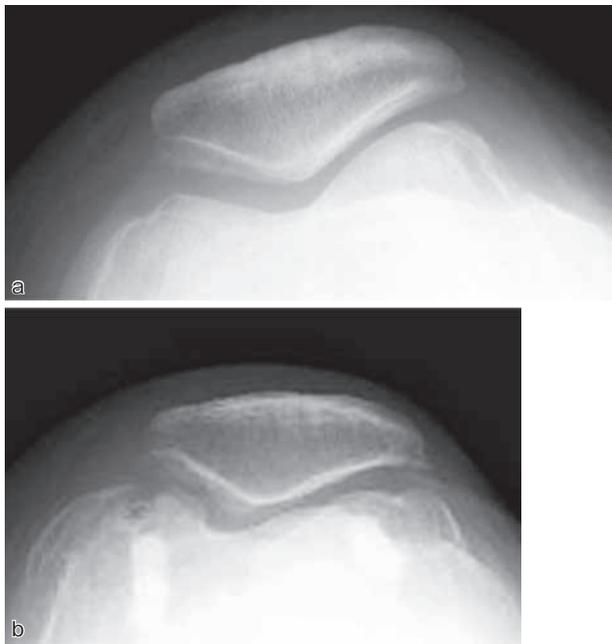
ドナー部位のX線変化の悪化例. 61歳女性. 大腿骨内顆の病巣部面積700mm<sup>2</sup>に対し, 6個骨軟骨柱を移植した. (a) 術前. (b) 術後11年. 膝蓋骨外側に術前になかった骨棘が認められる.
